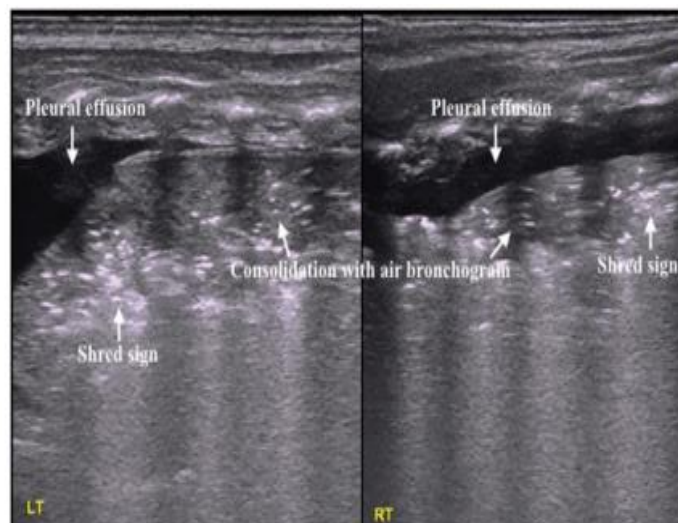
Signo de trituración en ecografía pulmonar.
